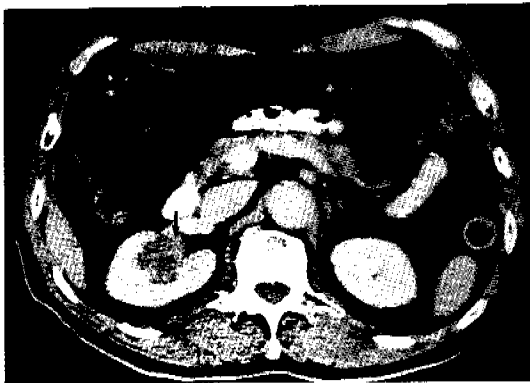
CT renal function
